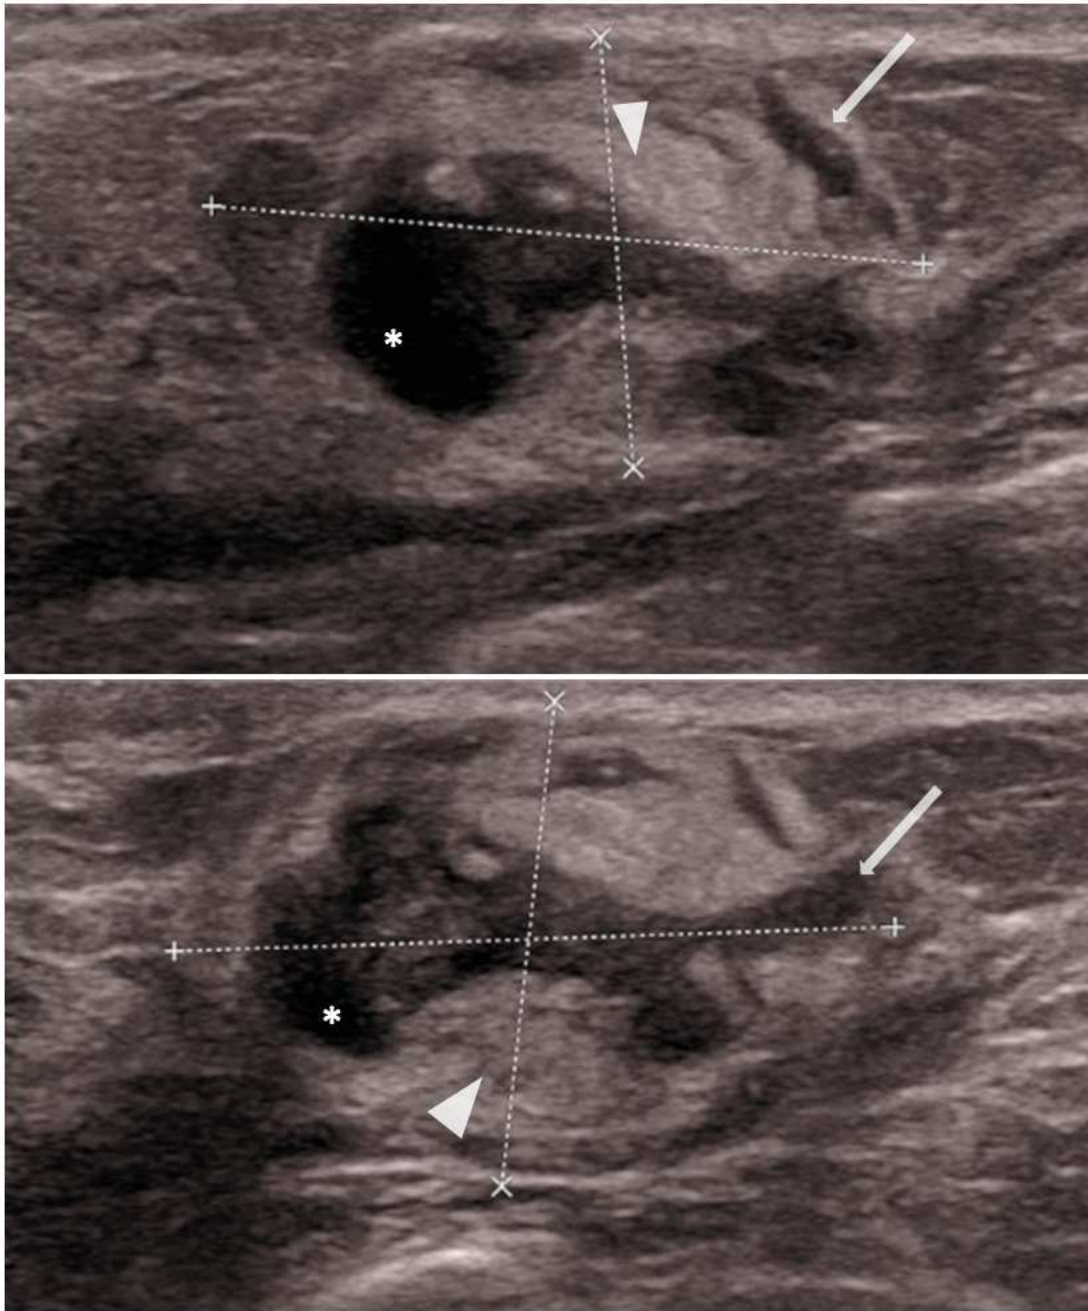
Échographie d'une tumeur phyllode maligne. Masse de forme simple ovale, de contours circonscrits, d'échostructure interne d'hétérogénéité élevée, avec des fentes étirées (flèches blanches) et de plages kystiques (astérisques) et des plages hyperéchogènes (têtes de flèches).*
